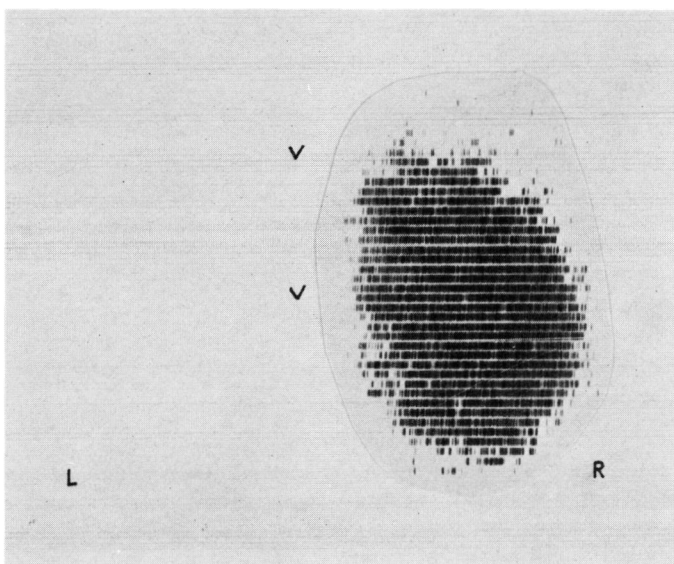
Renal scintigram ( $^{203}\text{Hg}$  使用, EL60, RD $\frac{1}{2}$ ) 1971.7.4.
